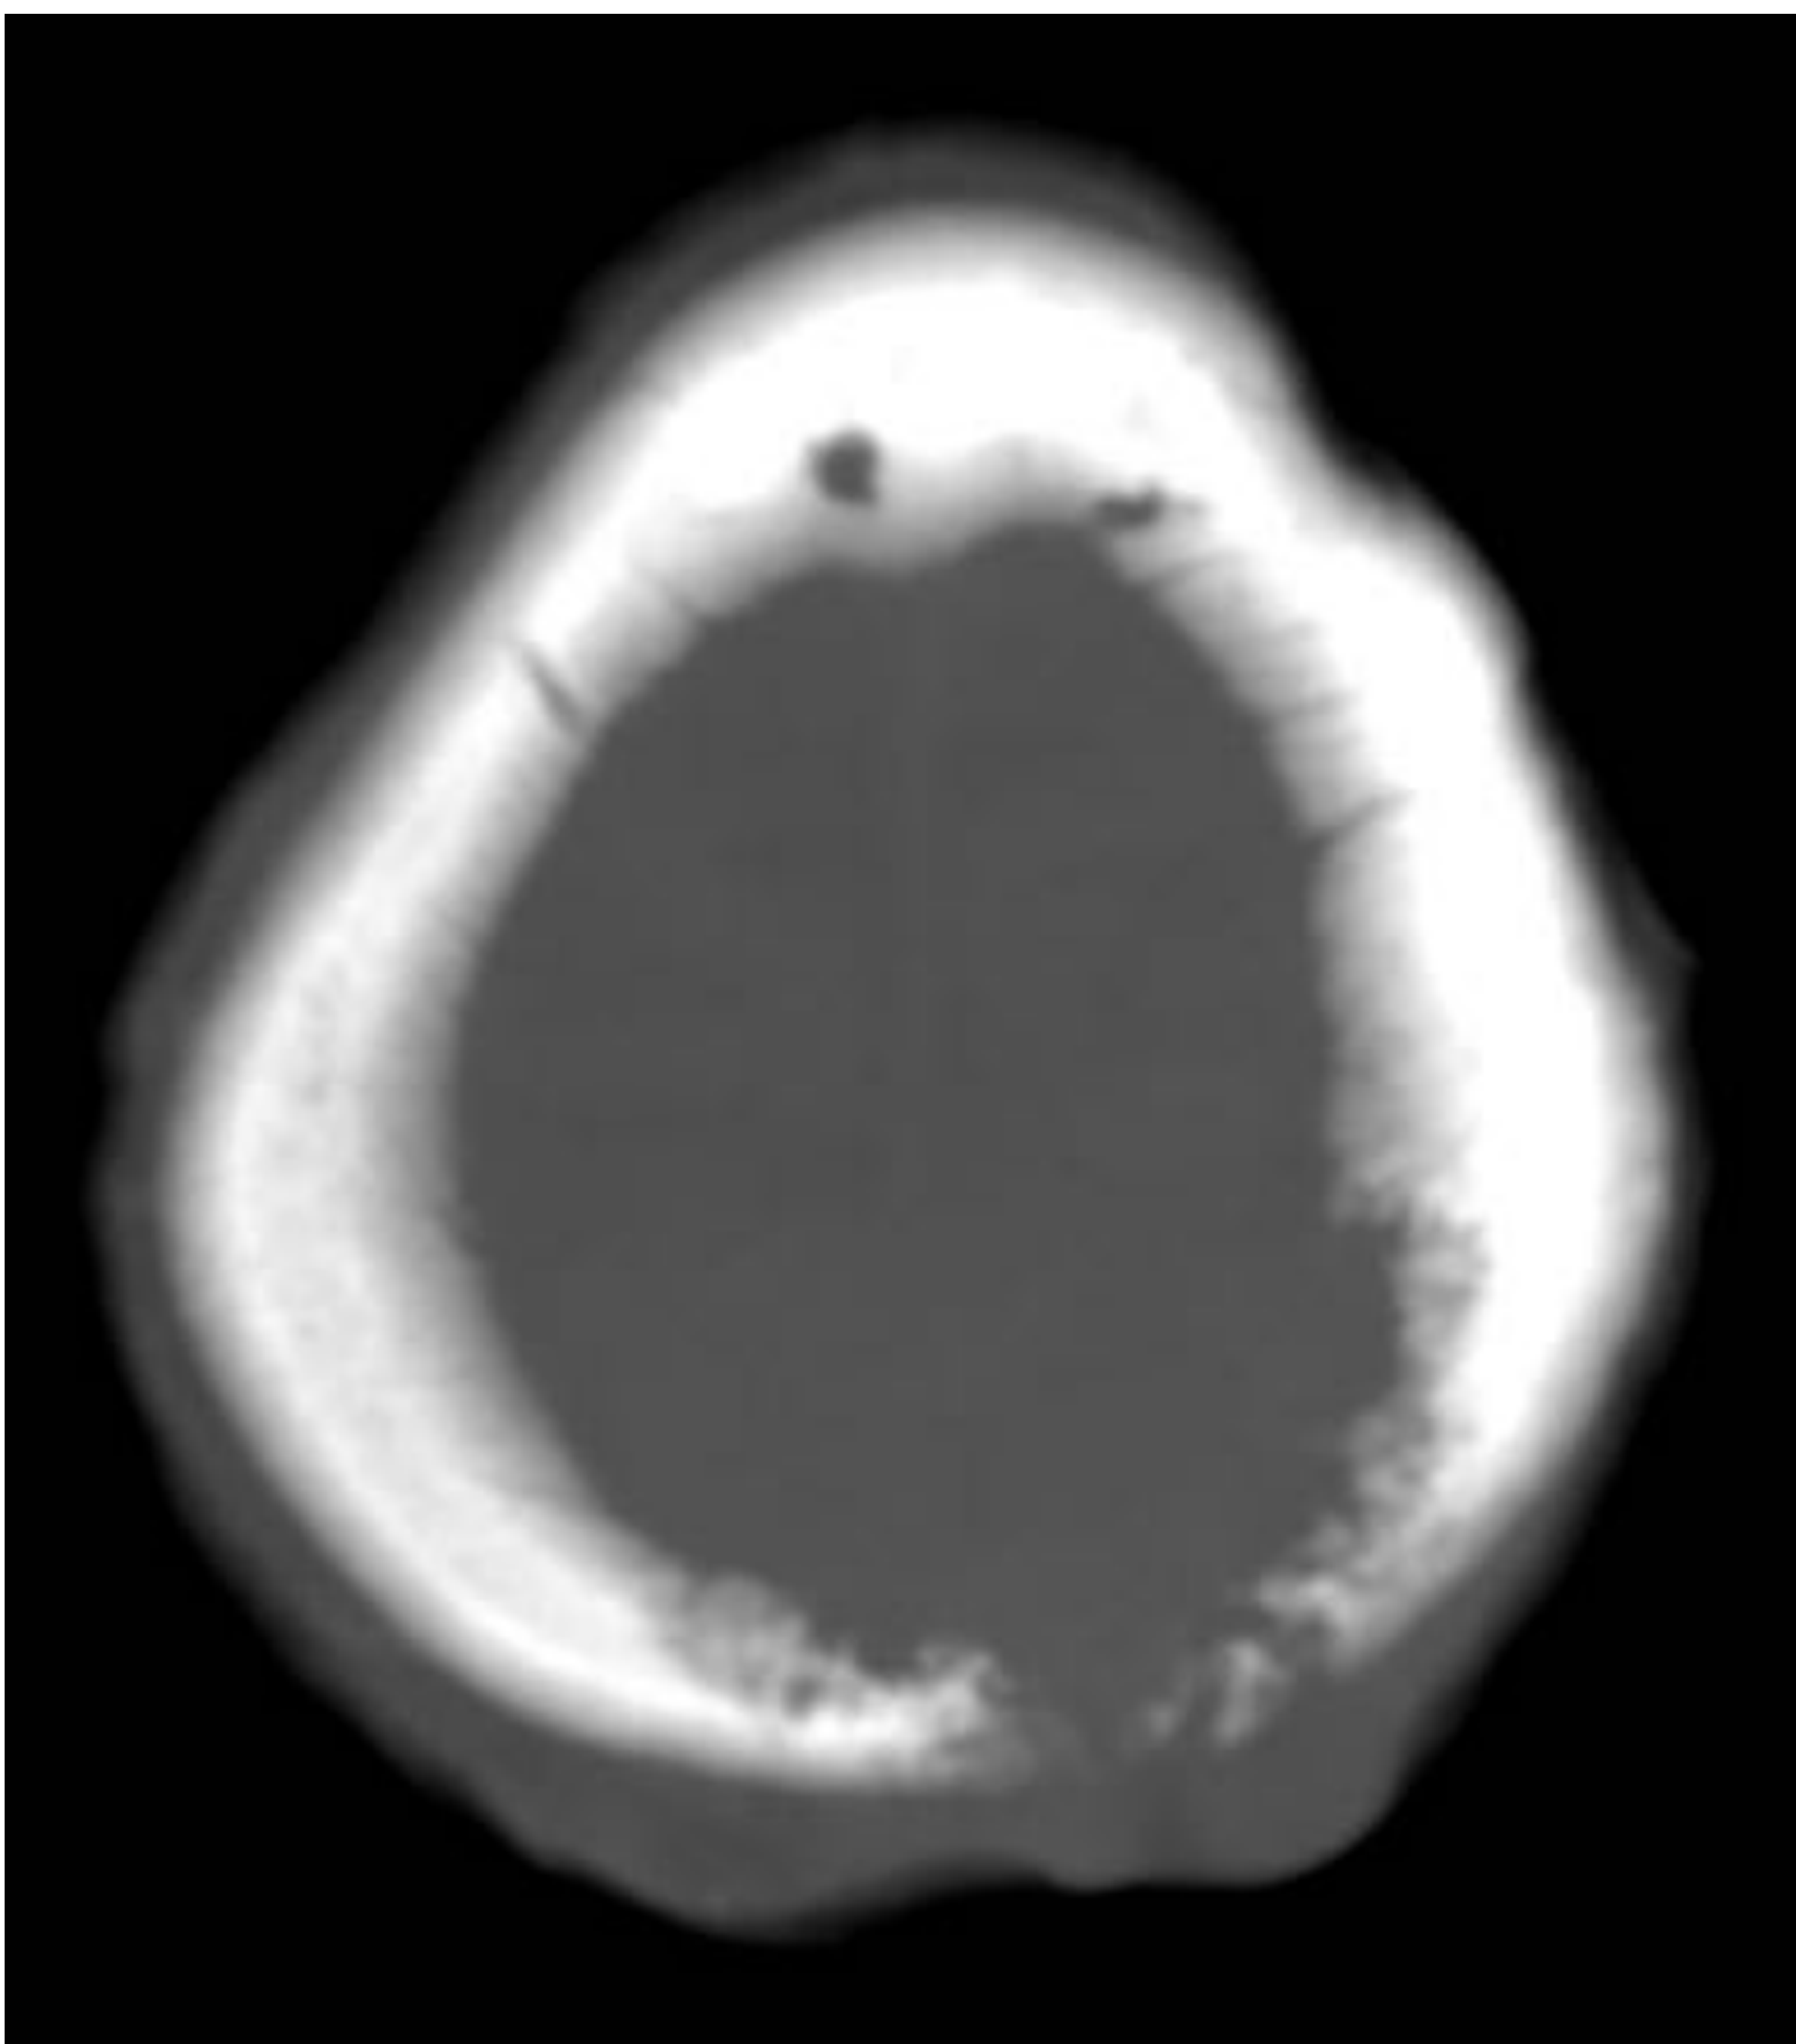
TC axial, con ventanas de tejido blando y ósea.
